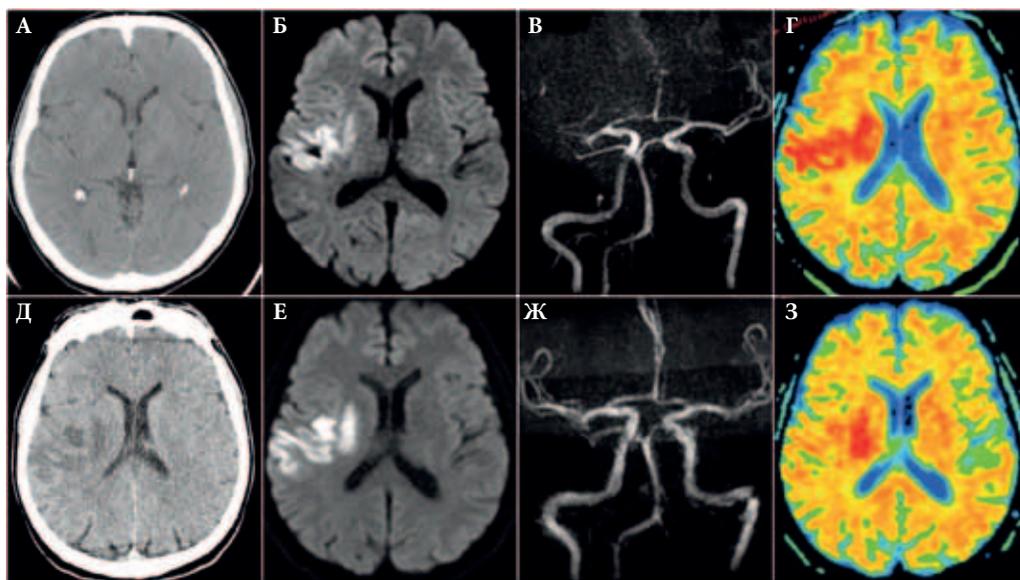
Данные визуализационного исследования головного мозга пациента С., 67 лет: а, д – рентгеновская компьютерная томография; б, е – магнитно-резонансная томография; в, ж – магнитно-резонансная ангиография; г, з – карты измеряемого коэффициента диффузии (ADC)
